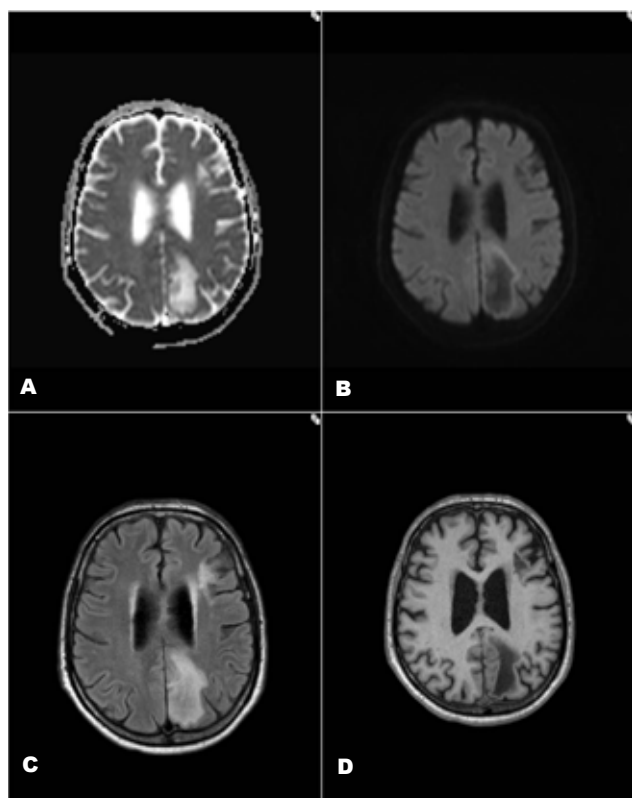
Caso 3. Estudo difusão axial (A) mapa ADC e (B) sequência DWI; FLAIR axial (C) e T1 axial (D) mostra lesões na substância branca profunda e sub-cortical occipito-parietal, envolvendo as fibras U sub-corticais e na circunvolução frontal média à esquerda. A lesão occipito-parietal heterogénea, tem hipersinal no DWI e correspondente hipossinal no mapa ADC na periferia externa da lesão e na região central há hipossinal no DWI e hipersinal no mapa ADC.
